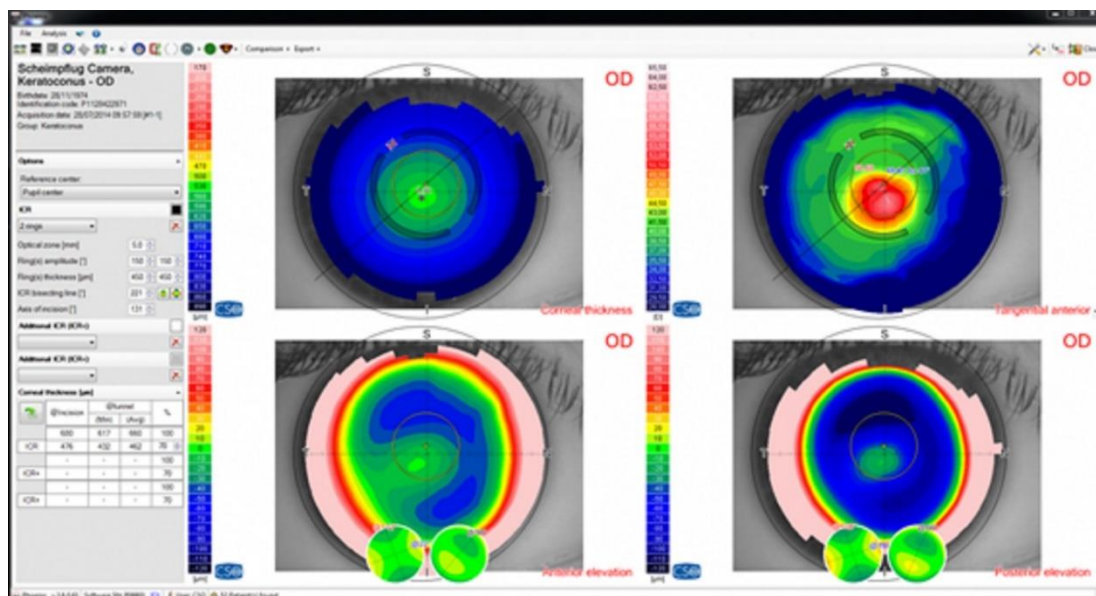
Mapas diagnósticos por el sistema Sirius. Fuente: CSO Italia [Internet] *Sirius. Tomograph and corneal topographer.*
